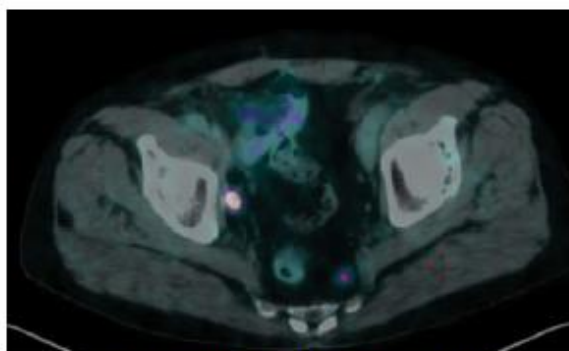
Patient LJ, 60 yo, PET imaging with ^{68}Ga -PSMA-11.
